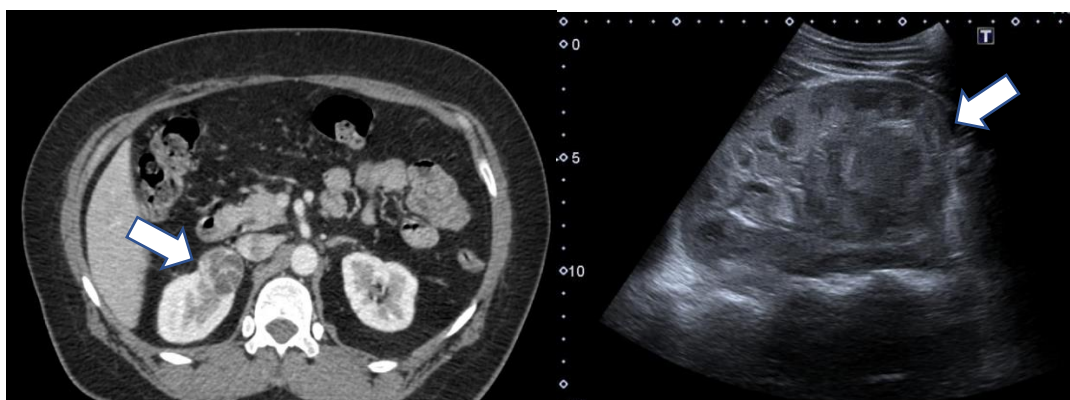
Imagen de eco y TC Abdominal: masa en polo superior de riñón derecho de 3 cm de diámetro (flecha), hallada de forma incidental en el estudio de un cuadro de dolor abdominal de origen digestivo.
